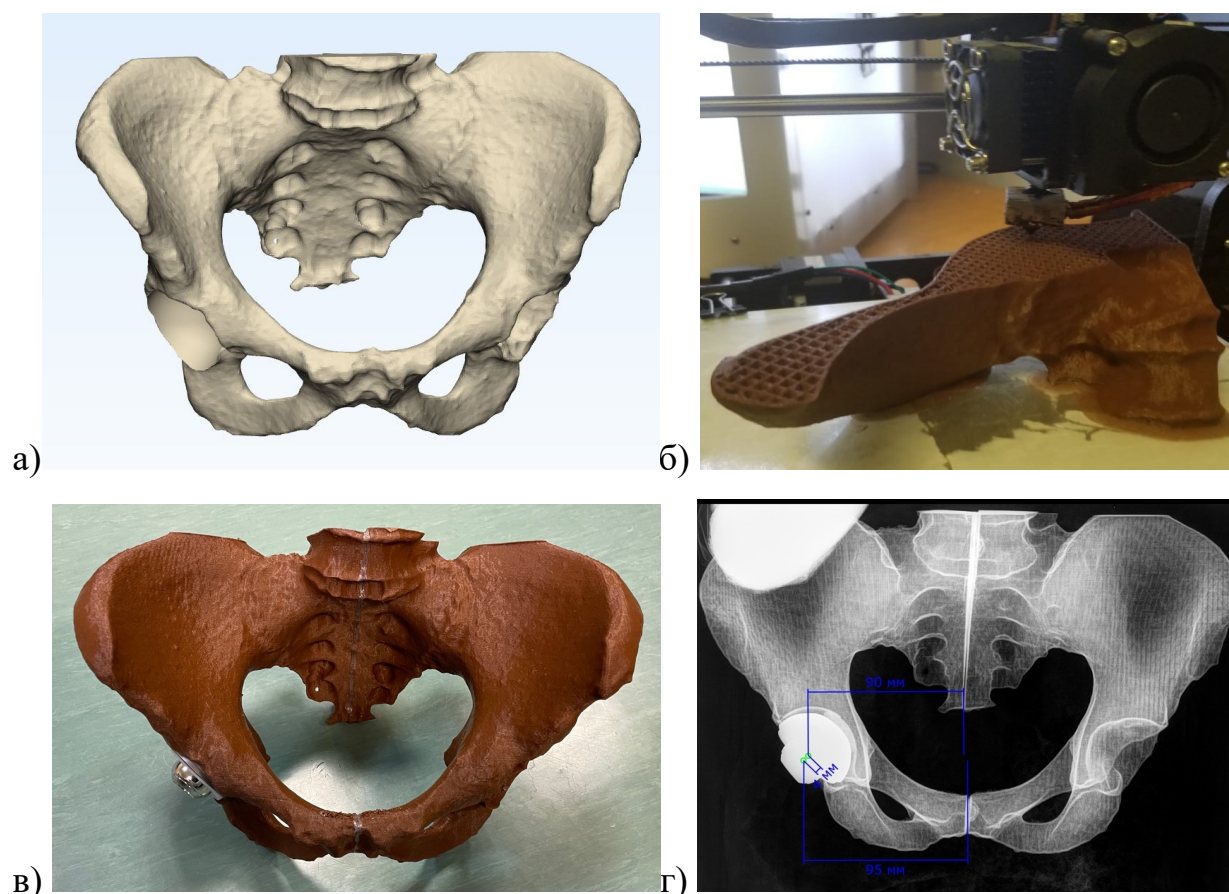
Компьютерная 3D модель таза, сформированная на основе КТ-исследования (а); этап изготовления модели на 3D принтере из рентгеноконтрастного пластика (б); готовая модель с установленным вертлужным компонентом и фиксированной в нем головкой эндопротеза (в); рентгенограмма модели, выполненная в стандартной передне-задней проекции (г)
